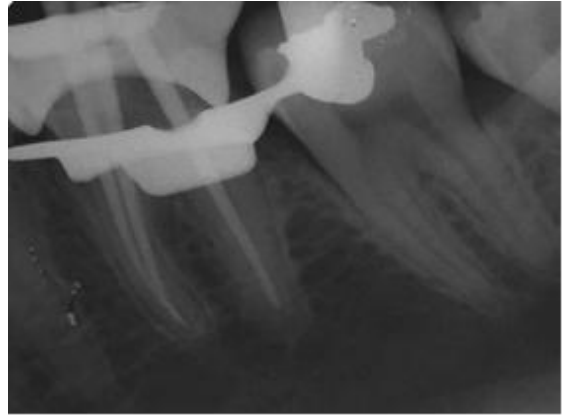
Imagem da radiografia de prova dos cones de guta-percha.
